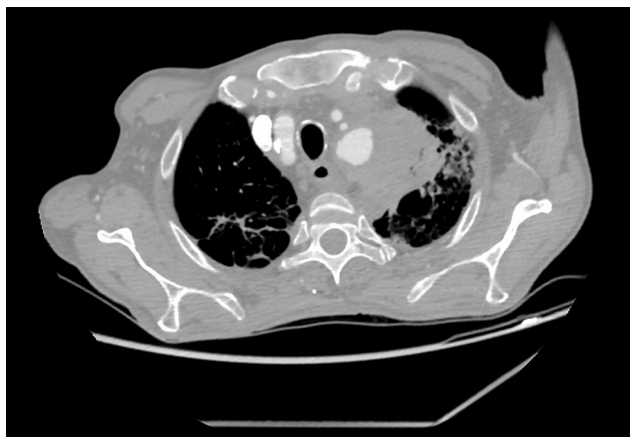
Corte de angio-TC de aorta (ventana pulmonar). Aneurisma de cayado aórtico rodeado por hematoma que invade pleura visceral y parénquima pulmonar.
